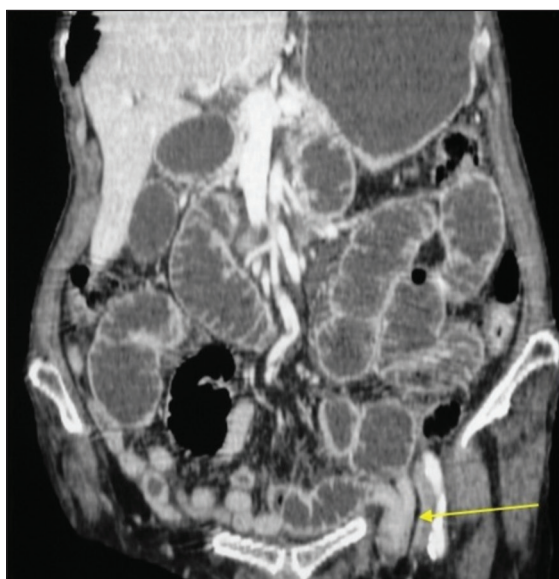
Tomografia computadorizada coronal na fase portal mostra hérnia inguinal esquerda encarcerada contendo alça jejunal complicada com obstrução intestinal. Observar alças intestinais proximais distendidas.
